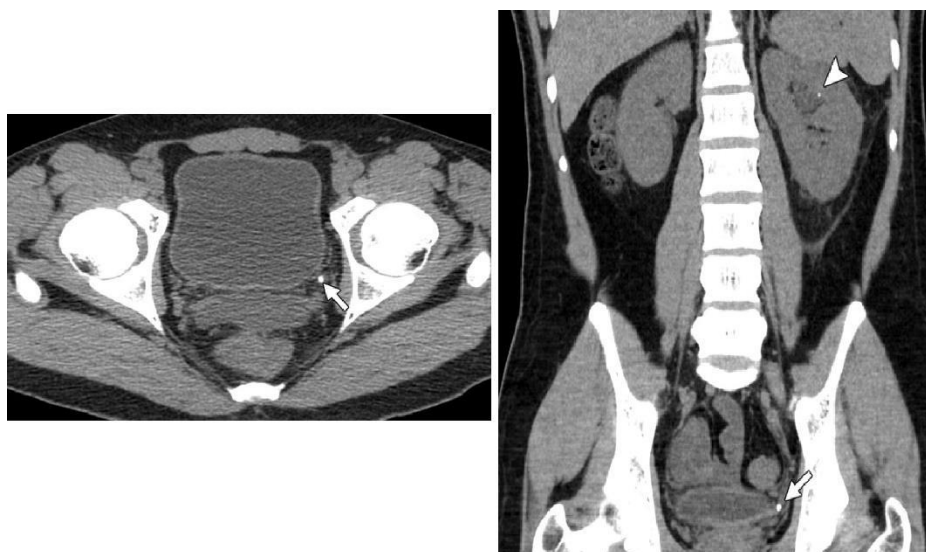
Imagen axial de tomografía simple de abdomen(derecha) y reconstrucción corona (izquierda) muestra un cálculo de 4 mm en el uréter distal izquierdo (flecha). La imagen coronal muestra el cálculo ureteral distal izquierdo (flecha), junto con un cálculo de 2 mm en el polo superior izquierdo (punta de flecha) que no se vio en las imágenes axiales. También se observan signos secundarios de ureterolitiasis, estriación de la grasa perirrenal y engrosamiento de la fascia pararenal.
